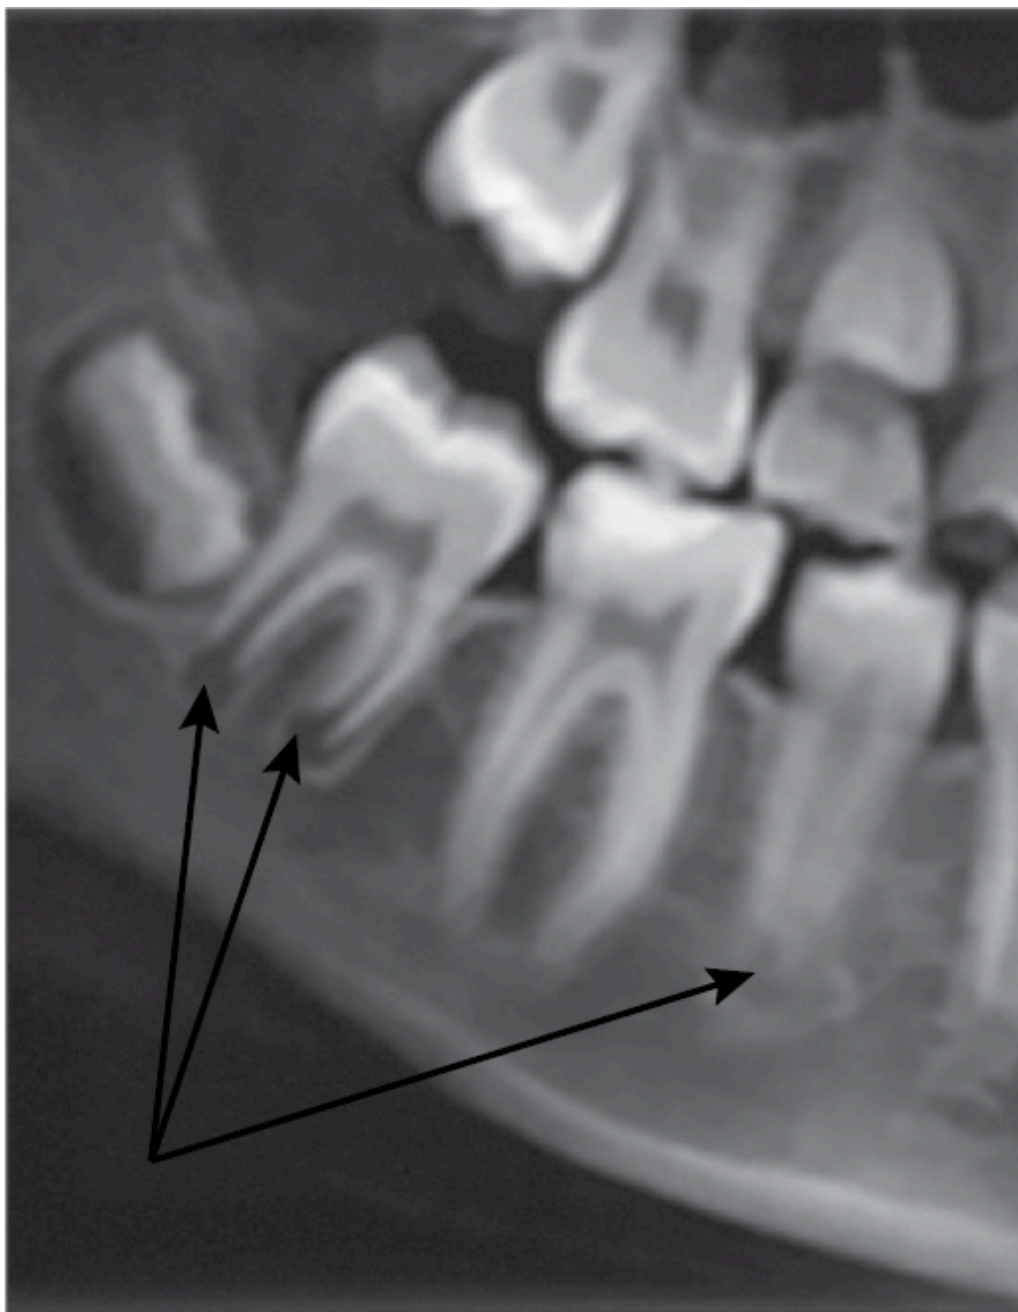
Конусно-лучевая компьютерная томография (панорамная реконструкция) (фрагмент). Ширина корневого канала 4.7 зуба одинакова в области полости и вершук корней. Четко прослеживаются ростковые зоны как у вершук корней 4.7, так и 4.6 зубов (стрелки)
